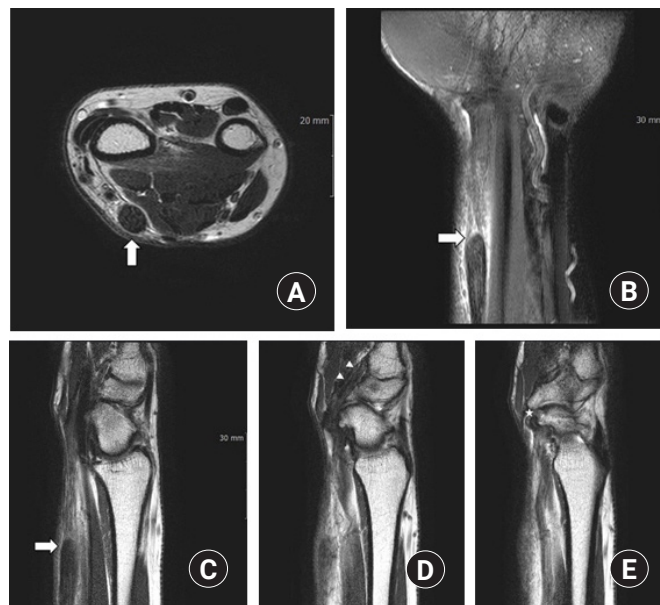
Magnetic resonance imaging findings. The axial (A), coronal (B) and sagittal (C) sections demonstrated a complete rupture and proximal retraction of FCR tendon (white arrows). The second sagittal image (D) showed the distal segment of FCR tendon is visible near the insertion site (white arrowhead). And the last sagittal image (E) revealed severe osteoarthritis involving the scaphotrapezial trapezoidal joint with irregular projecting osteophytes (white star). FCR, flexor carpi radialis.
